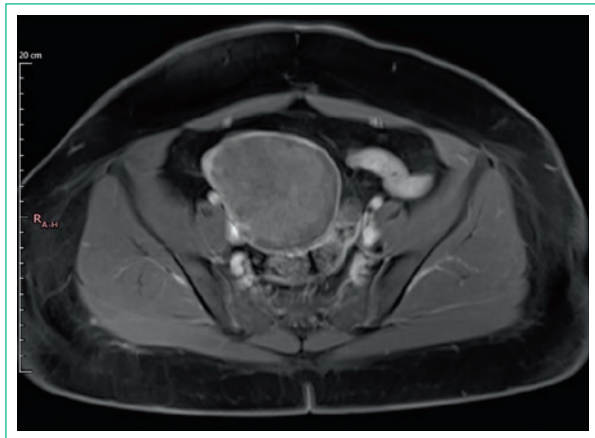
Resonancia magnética de control seis meses postembolización, secuencia T1 (FS) tras contraste, que muestra desvascularización de placenta.
